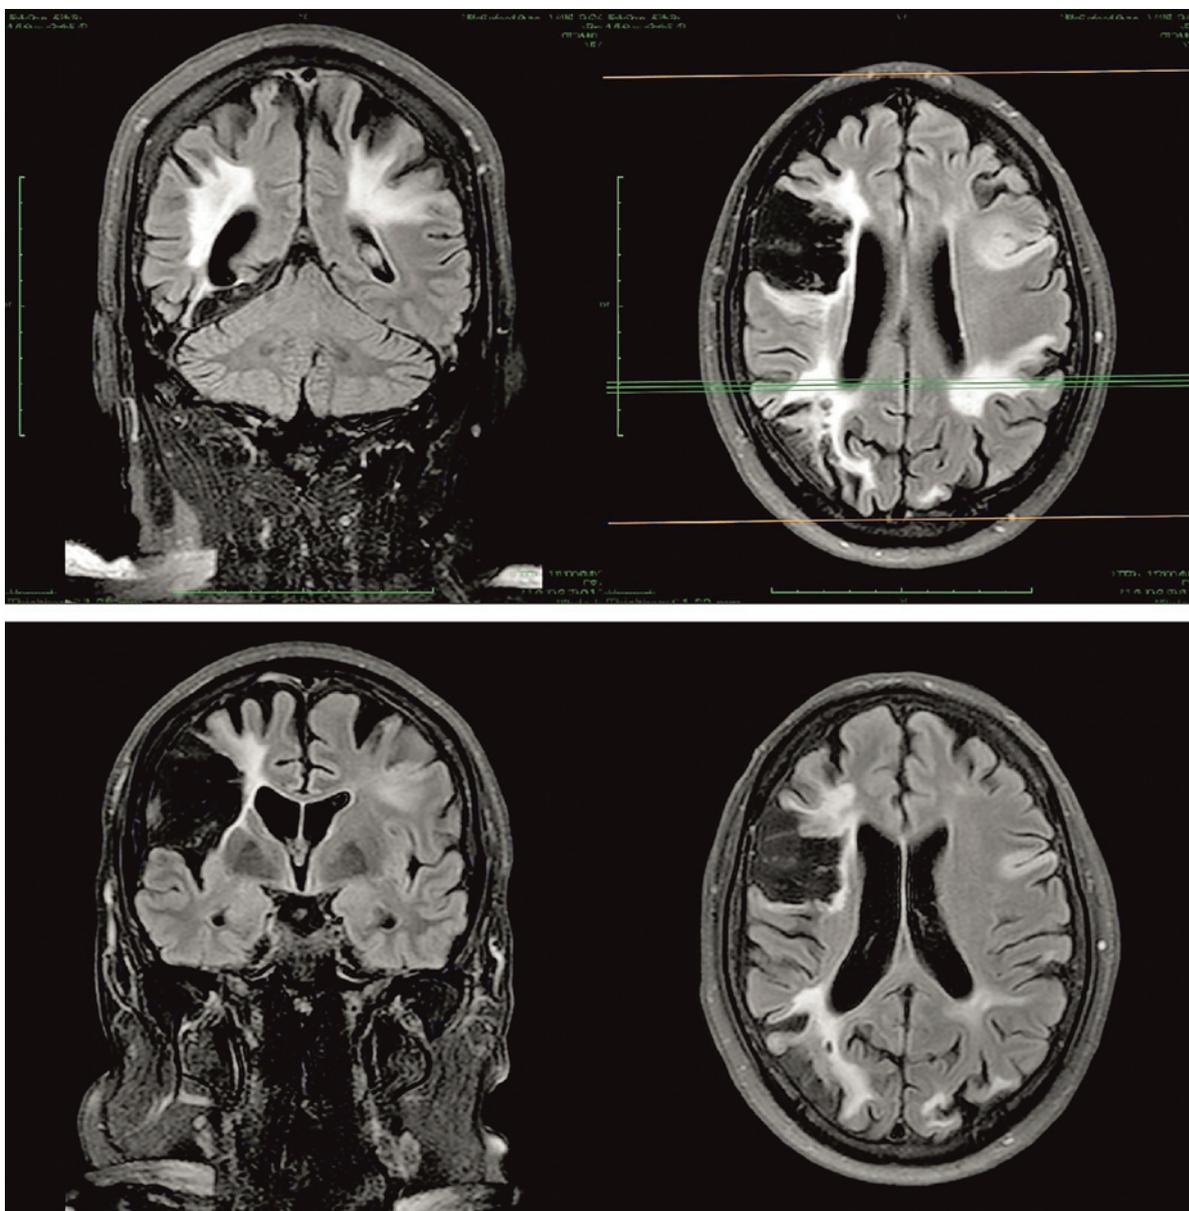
МРТ головного мозга (FLAIR)
